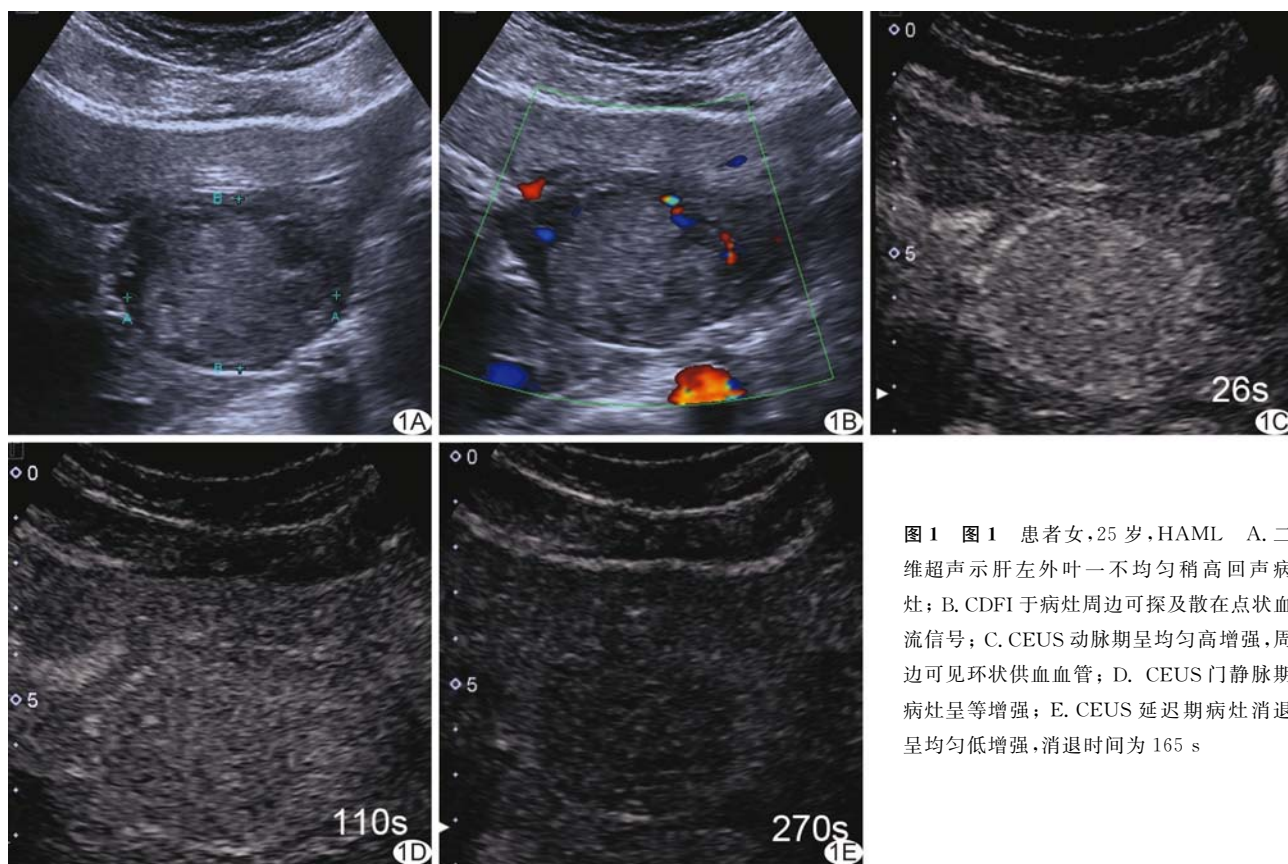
患者女, 25 岁, HAML A. 二维超声示肝左外叶一不均匀稍高回声病灶; B. CDFI 于病灶周边可探及散在点状血流信号; C. CEUS 动脉期呈均匀高增强, 周边可见环状供血血管; D. CEUS 门静脉期病灶呈等增强; E. CEUS 延迟期病灶消退呈均匀低增强, 消退时间为 165 s
